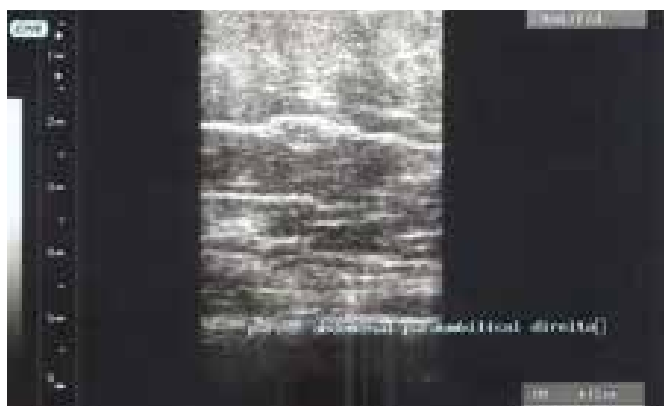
Ultrassonografia da parede abdominal paraumbilical a direita
